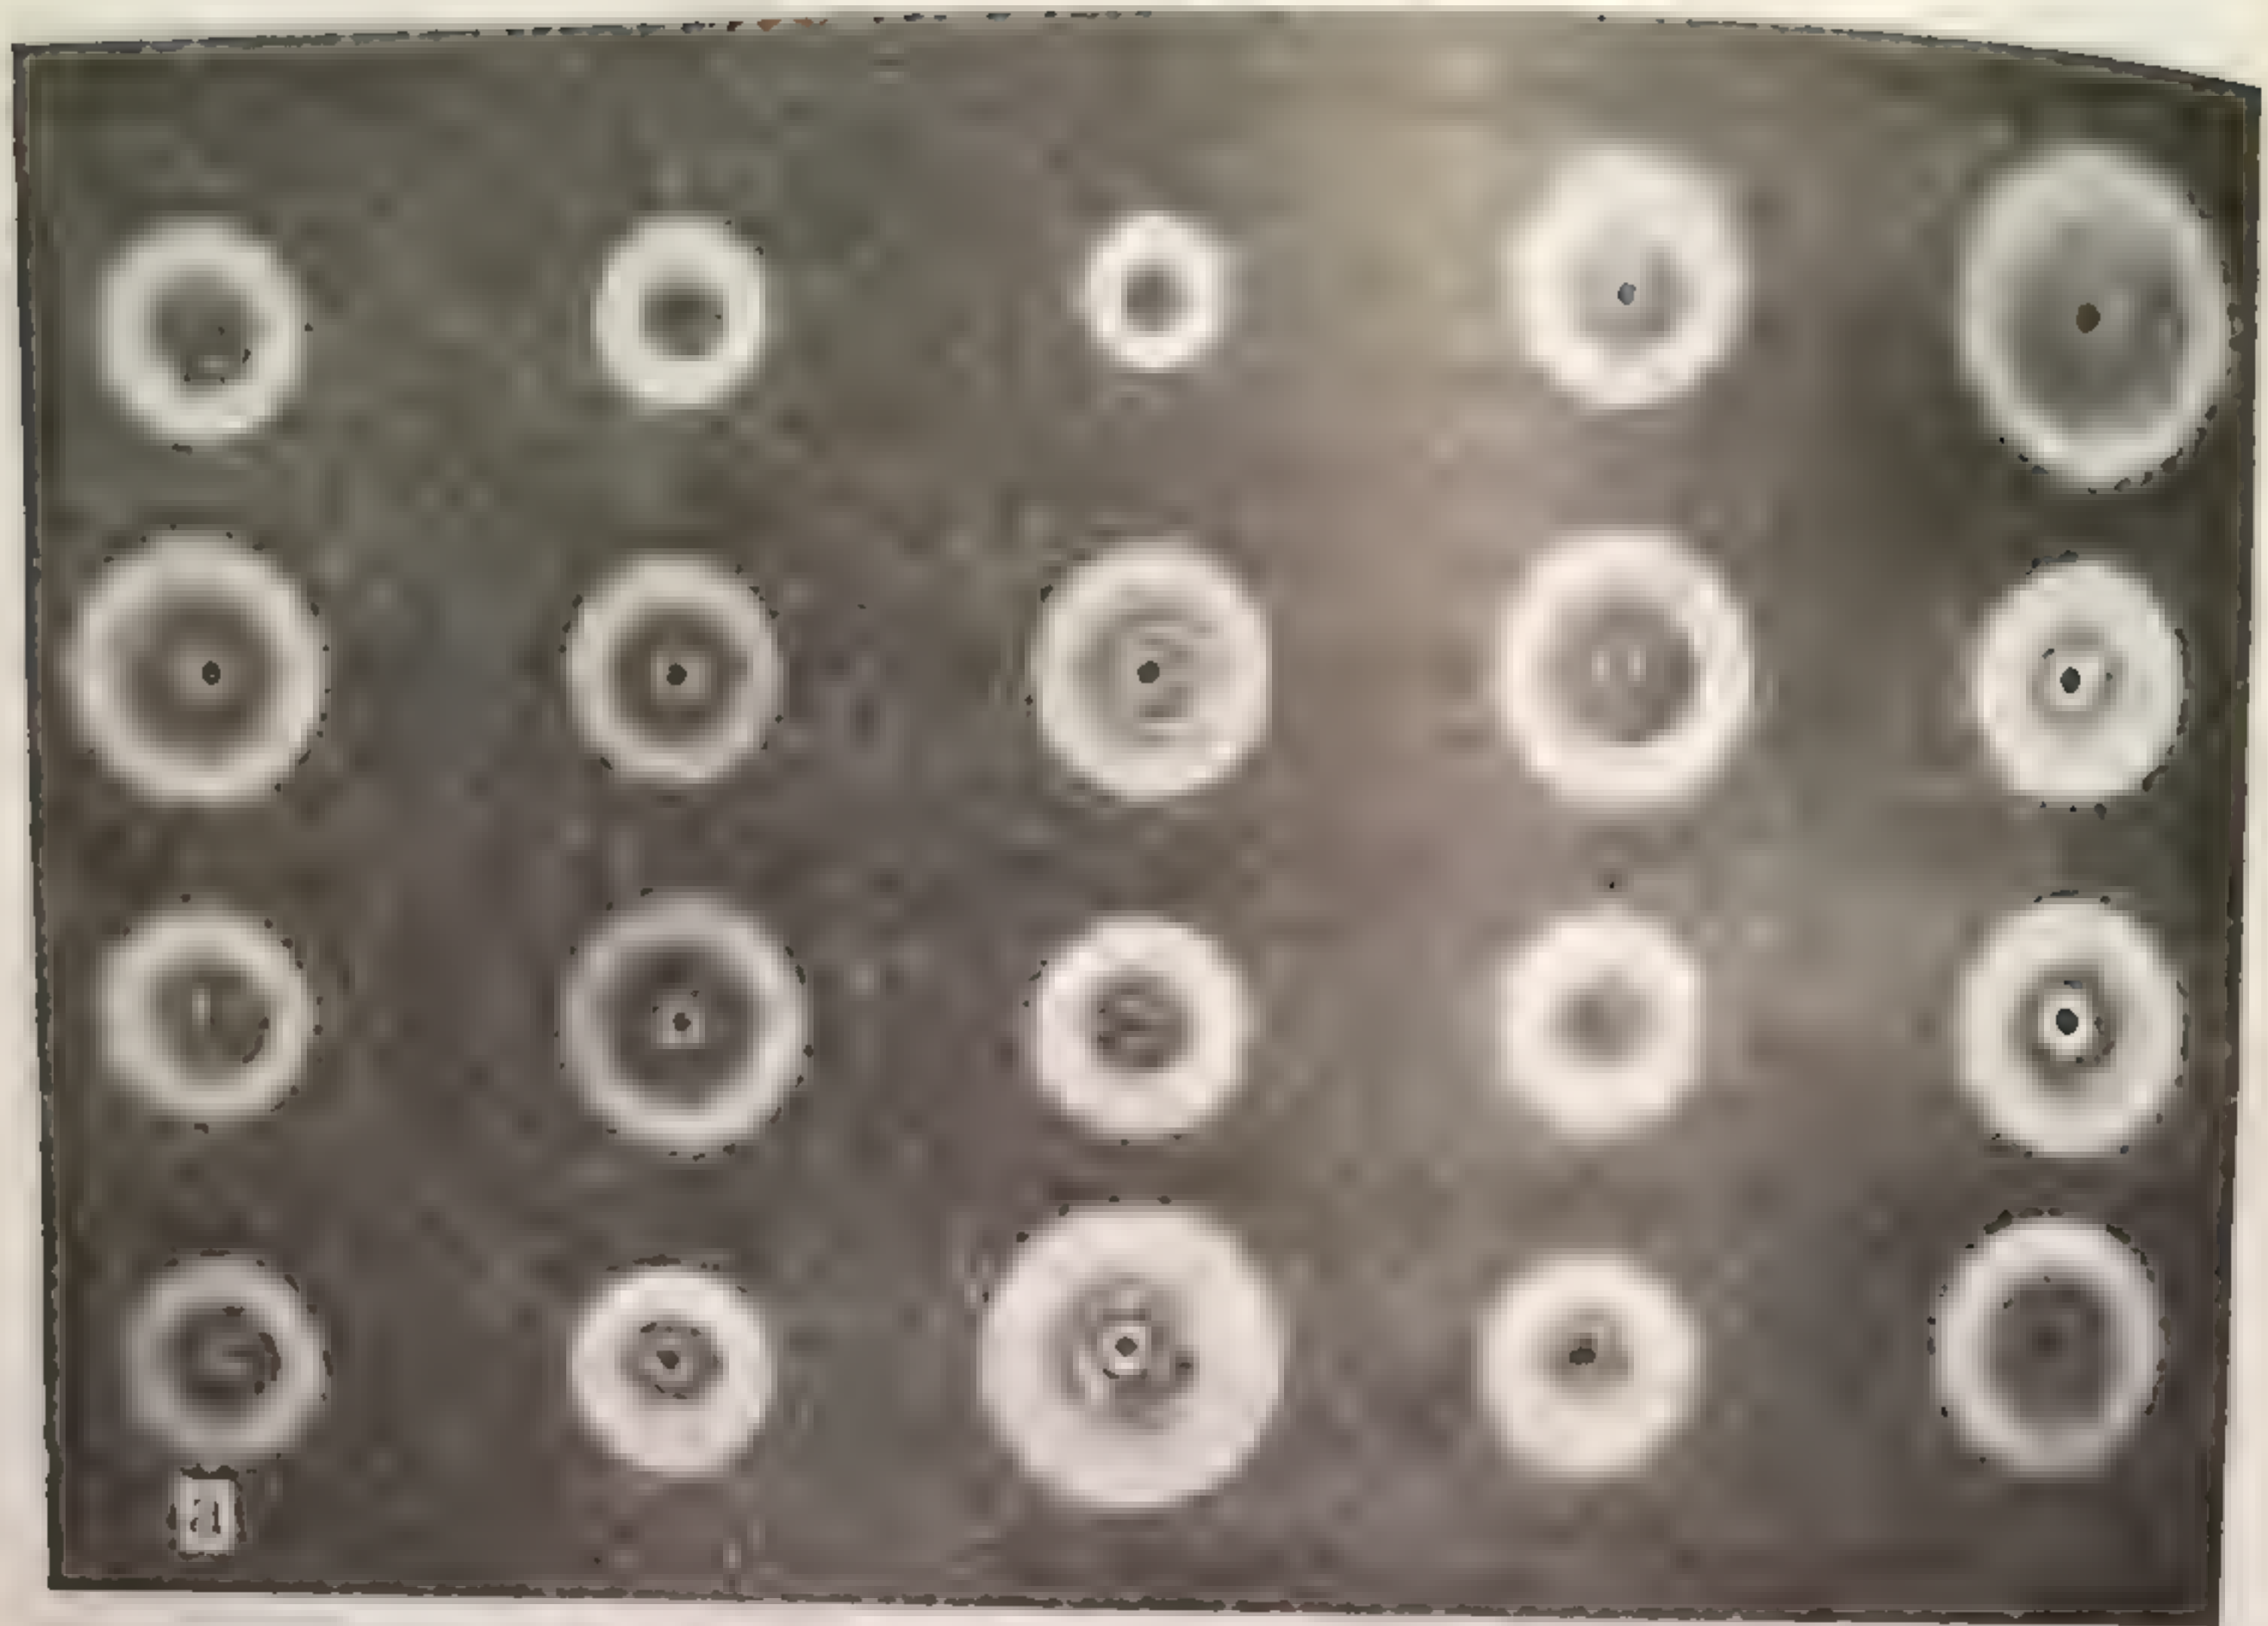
Количественное содержание иммуногембулинов типа 2 (а) и типа 1. (б) в сыворотке больных с хроническими заболеваниями печени. Метод радиальной иммунодиффузии Манчини
